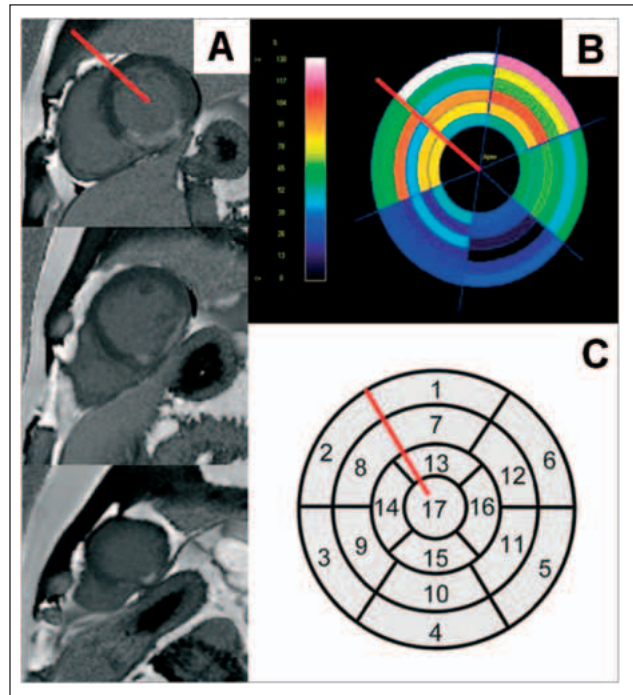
MRT-Datenauswertung. Infarzierte Segmente wurden anhand der späten Kontrastmittelaufnahme identifiziert (a). Der Infarkt in den Segmenten 3, 4, 9, 10 und 15 führt zu einer deutlichen Beeinträchtigung der regionalen systolischen Wanddickenzunahme (b). Rote bis grüne Areale zeigen eine vorhandene Kontraktionsfähigkeit des Myokards, während blaue bis schwarze Bereiche hypo- bis akinetisch sind. Die Einteilung der myokardialen Segmente erfolgte nach der AHA-Klassifikation (c). Die rote Linie verdeutlicht den vorderen Ansatzpunkt des rechten an dem linken Ventrikel. Dieser Punkt dient als Referenzpunkt für die Segmenteinteilung.
